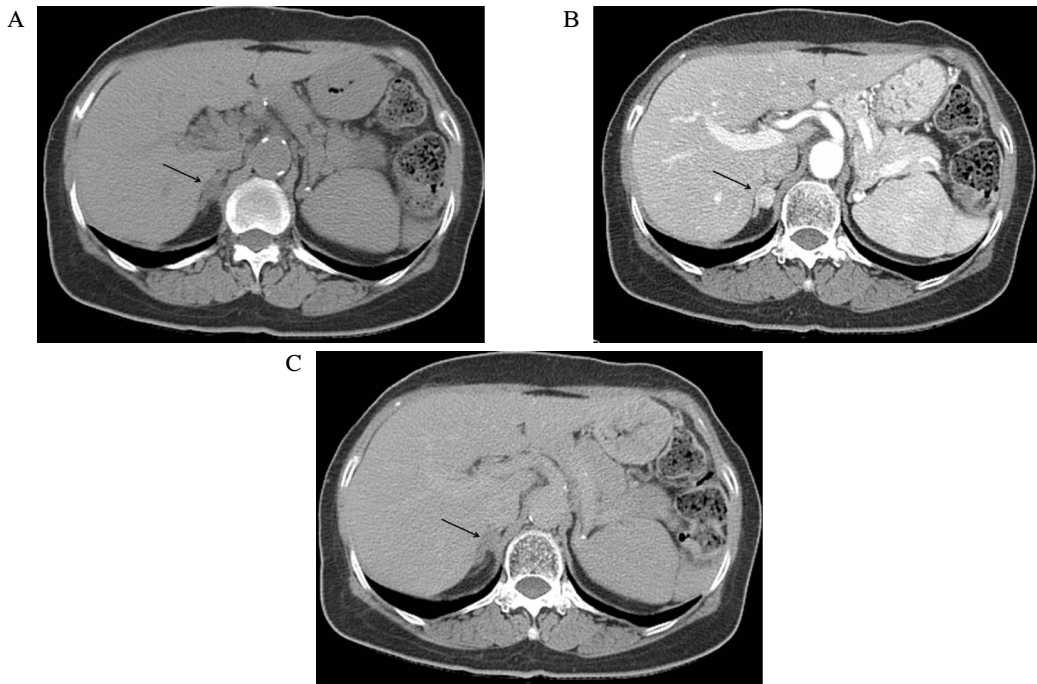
Pre-enhanced (A), early-enhanced (B) and delayed-enhanced (C) computed tomographic images of the abdomen. A low density nodular lesion (black arrows) of 1.3 cm diameter is noted on the right adrenal gland. The nodule shows 17 HU on a pre-enhanced scan, 148 HU on an early enhanced scan and 50 HU on a delayed scan with a washout rate of 66%.
